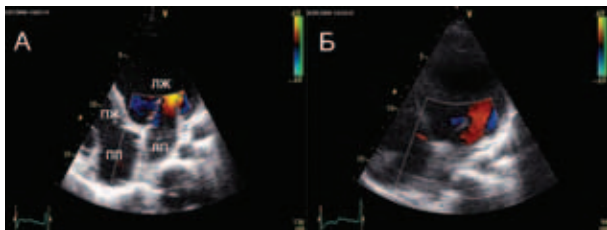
Эхокардиография больной Б. до (А) и после (Б) операции (апикальная четырехкамерная позиция). Отмечается в динамике уменьшение выраженности митральной регургитации с 3–4-й степени (А) до 0–1-й степени (Б)
